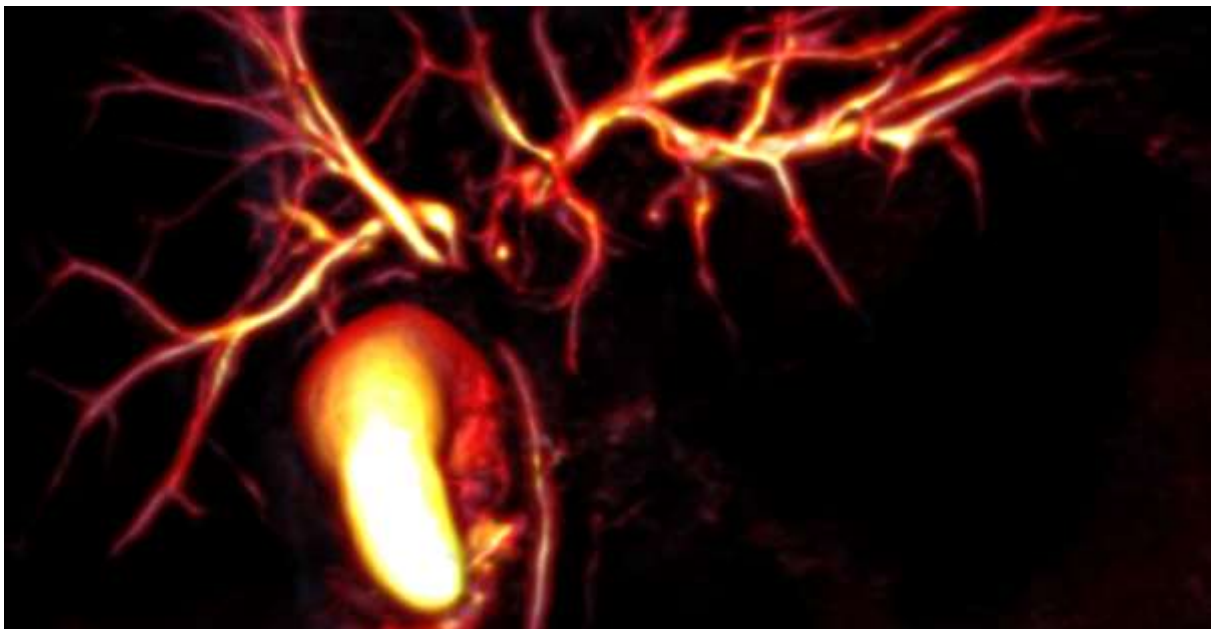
МРТ-холангіографія. Перихілярна холангіокарцинома, тип 4
